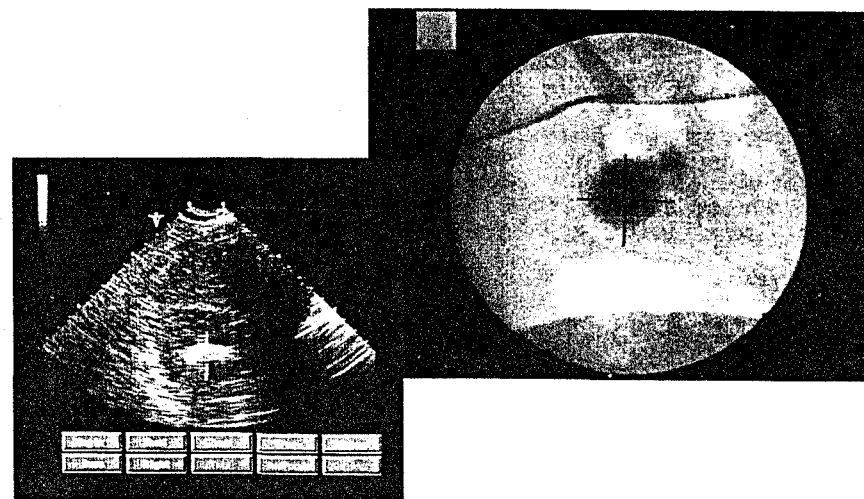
Poziționarea imagistică simultană a aceluiași calcul, prin ecografie și fluoroscopie.
